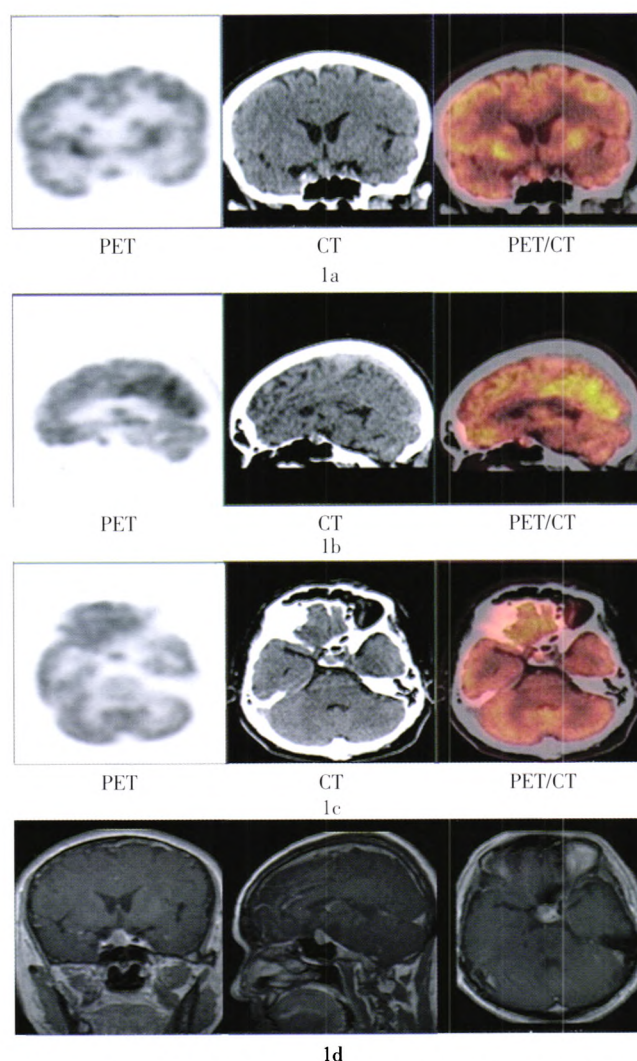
患者男性, 62岁, 直肠癌术后1年, 常规复查行 PET/CT 检查, CT 提示垂体等密度结节, 大小约为 $2.5\text{ cm} \times 1.5\text{ cm}$, 病灶呈放射性摄取明显增高, 最大标准化摄取值为 9.7, 诊断为垂体大腺瘤; 3 个月后进行 MRI 平扫及增强检查, 病灶呈明显不均匀强化, 诊断为垂体大腺瘤。图 1a~1c 为该患者的冠状位、矢状位、横断位的 PET、CT 和 PET/CT 图像; 图 1d 为该患者的冠状位、矢状位、横断位的 MRI 图像。
